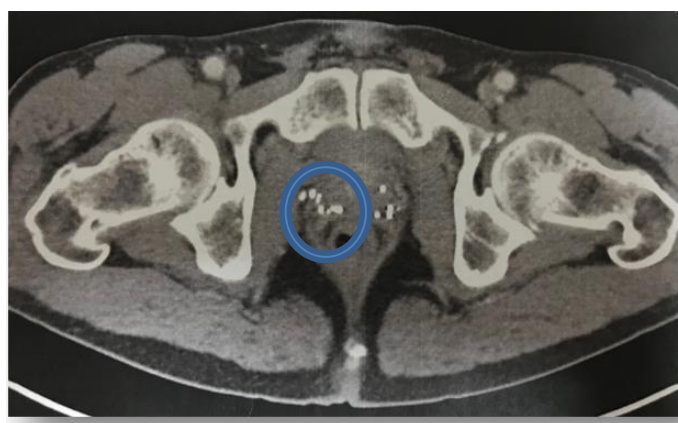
Миграция группы источников, выявленная по данным МСКТ
